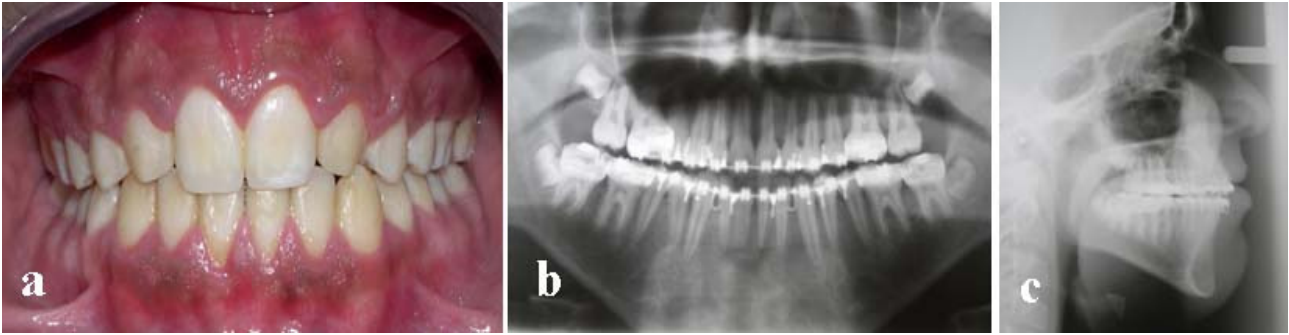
Cas d'agénésie bilatérale d'incisives latérales maxillaires en fin de traitement (a : Photo intra-orale de face, b : Radiographie panoramique, c : Téléradiographie de profil)
